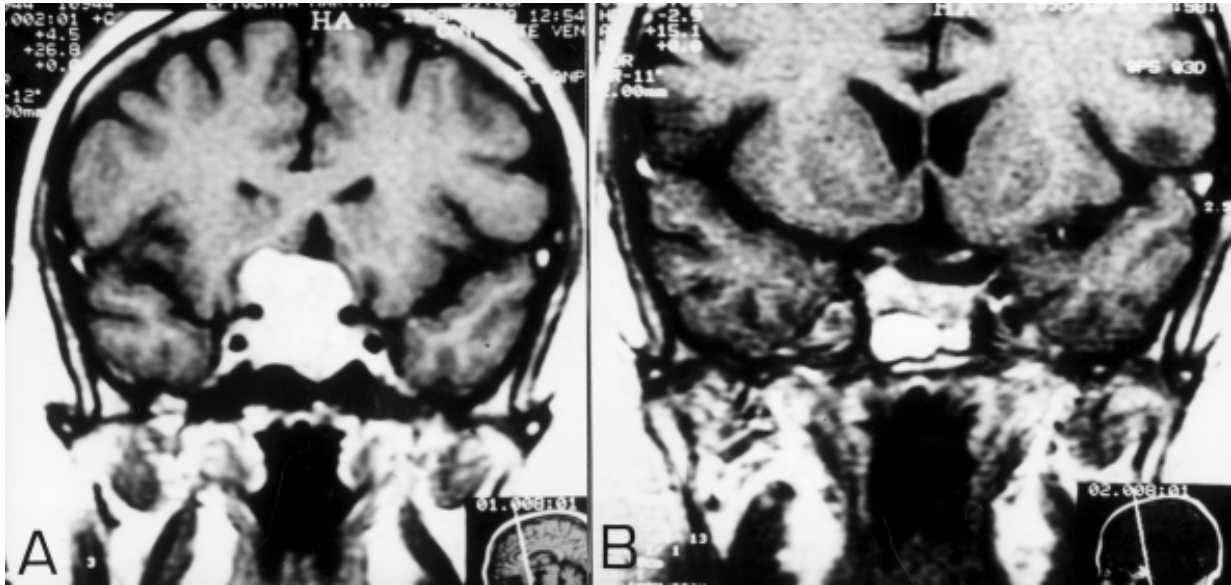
A: ressonância magnética mostrando adenoma hipofisário com expansão supra-selar e invasão do seio cavernoso. B: ressonância magnética após ressecção transesfenoidal confirmando a remoção total do tumor.
